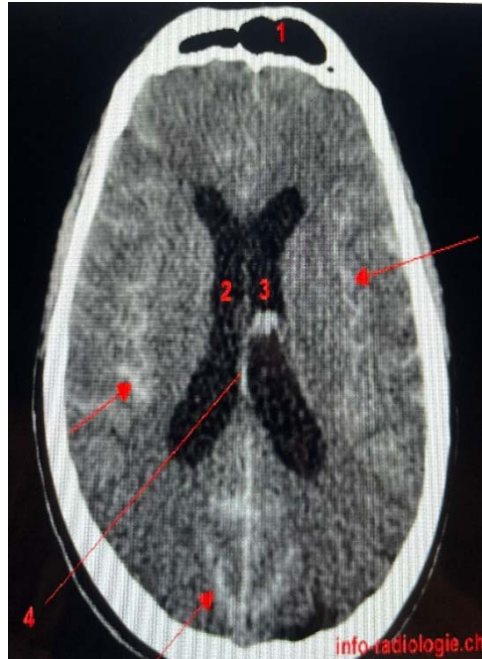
TDM cérébrale sans injection de contraste.
